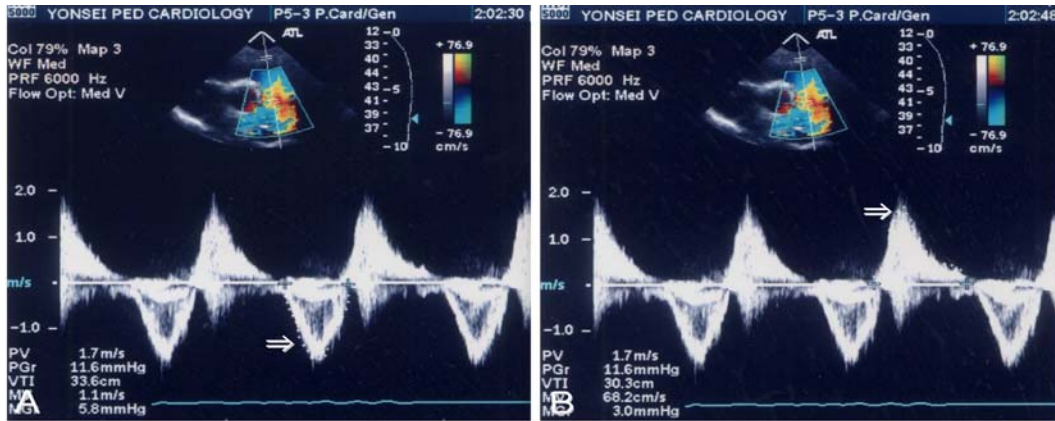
Doppler echocardiogram on left parasternal short axis view shows velocity time integral of pulmonary flow by the planimetry. An arrow on (A) shows antegrade pulmonary blood flow, (B) shows retrograde pulmonary regurgitation flow.
